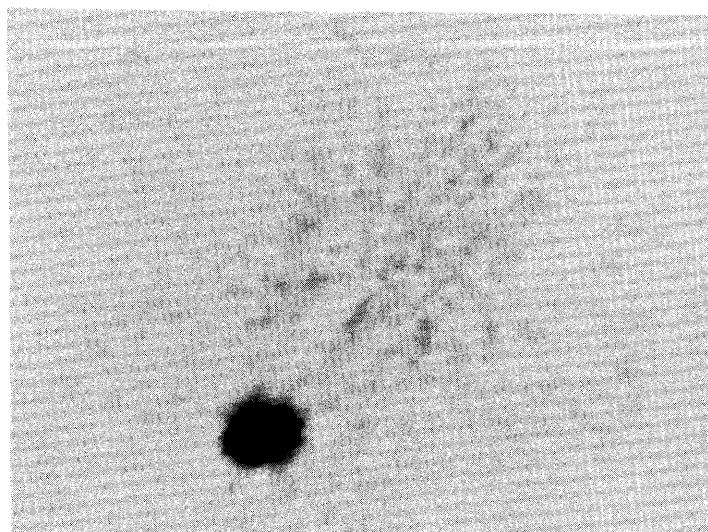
FDG-PET reveals strong accumulation in the nodule.
